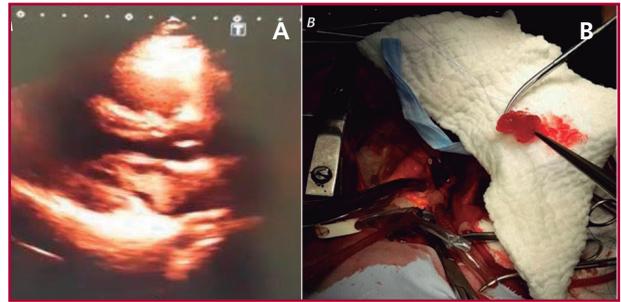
A. Ecocardiograma transtorácico que muestra imagen de masa intraauricular sugestiva de mixoma. B. Imagen de mixoma extraído quirúrgicamente.
